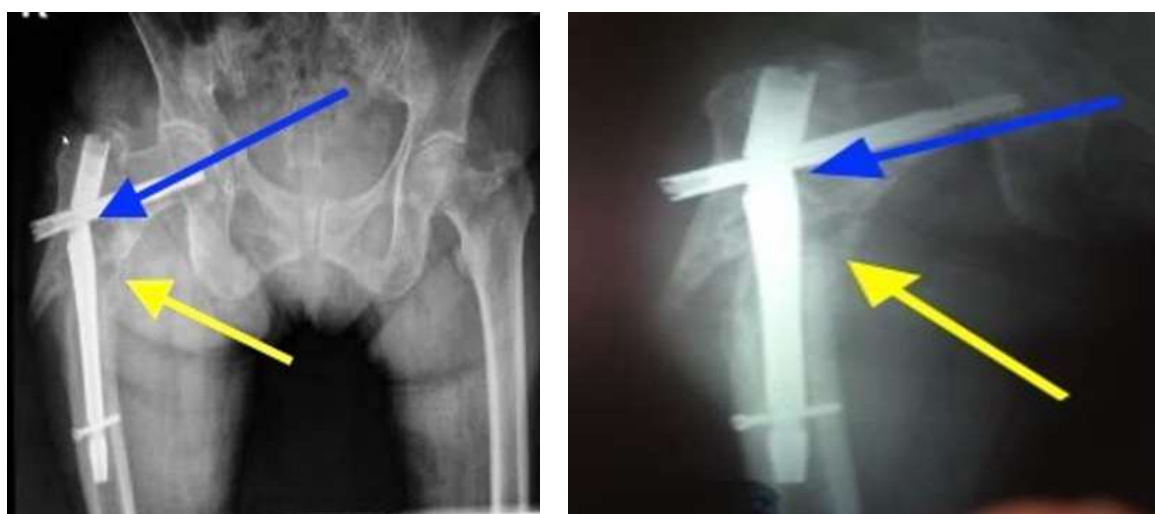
Imagini radiografice ilustrând deteriorarea implantului (săgeată albastră) și lipsa consolidării osoase (săgeată galbenă)
